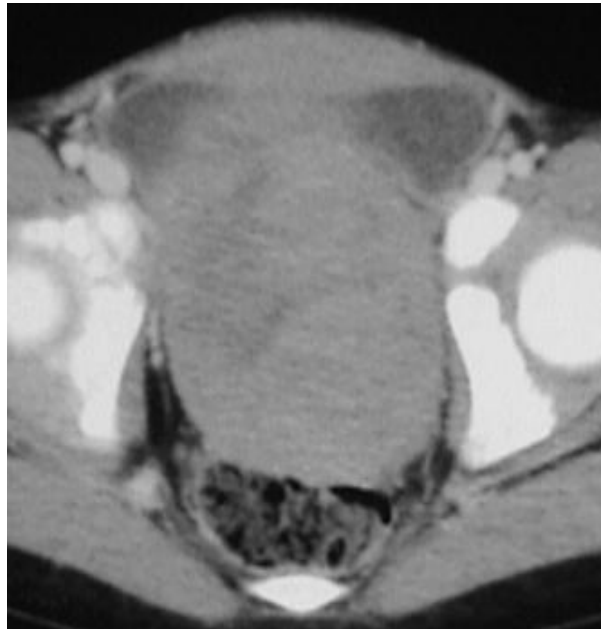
TDM coupe axiale montrant une masse ovarienne hétérogène.
